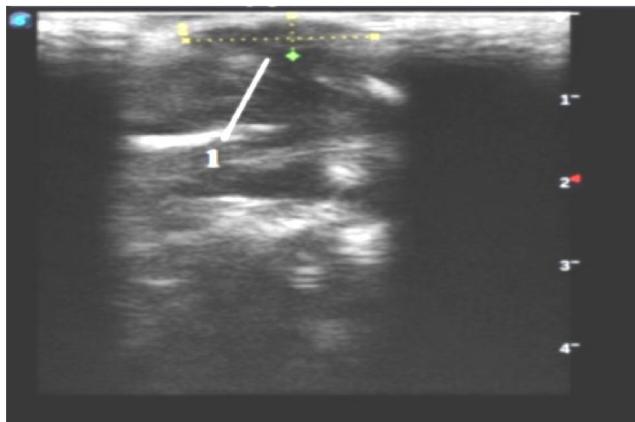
Картина УЗИ гнойной раны на 15 день лечения в основной группе №2:
